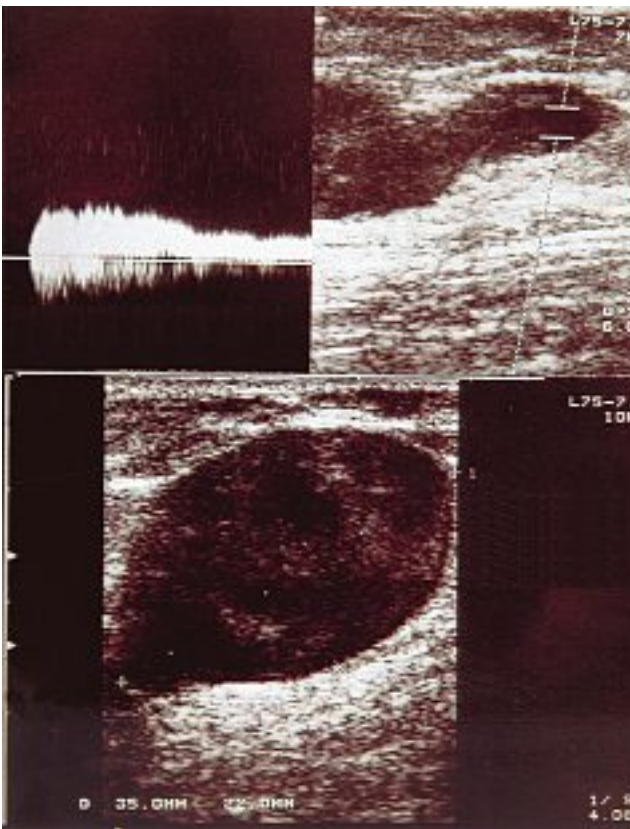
Écho-Doppler d'un anévrisme de la veine collatérale antérieure de la crosse de la GVS
